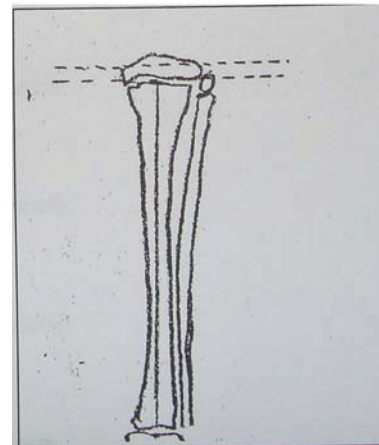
Radiografia și schiagrama aceluiași bolnav la 4 ani postoperatoriu după operația de corecție prin Metoda P. Moroz, rezultat bun la distanță
